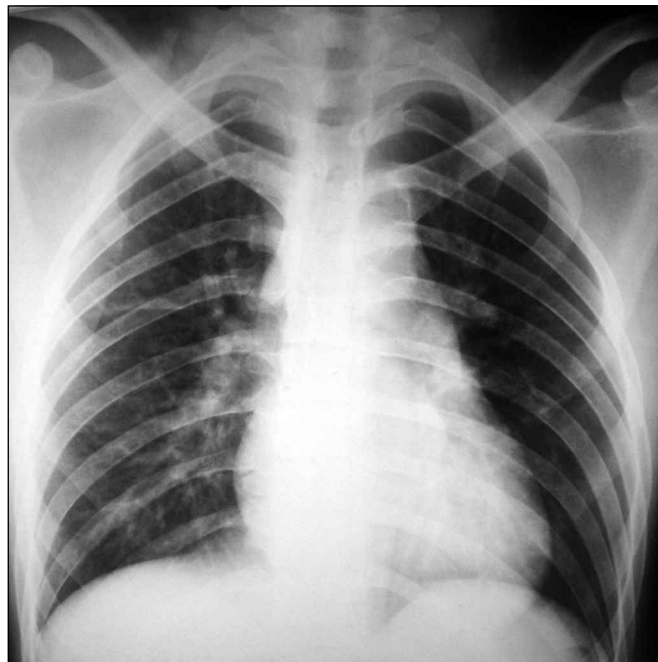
Radiografía pósteroanterior de tórax normal
